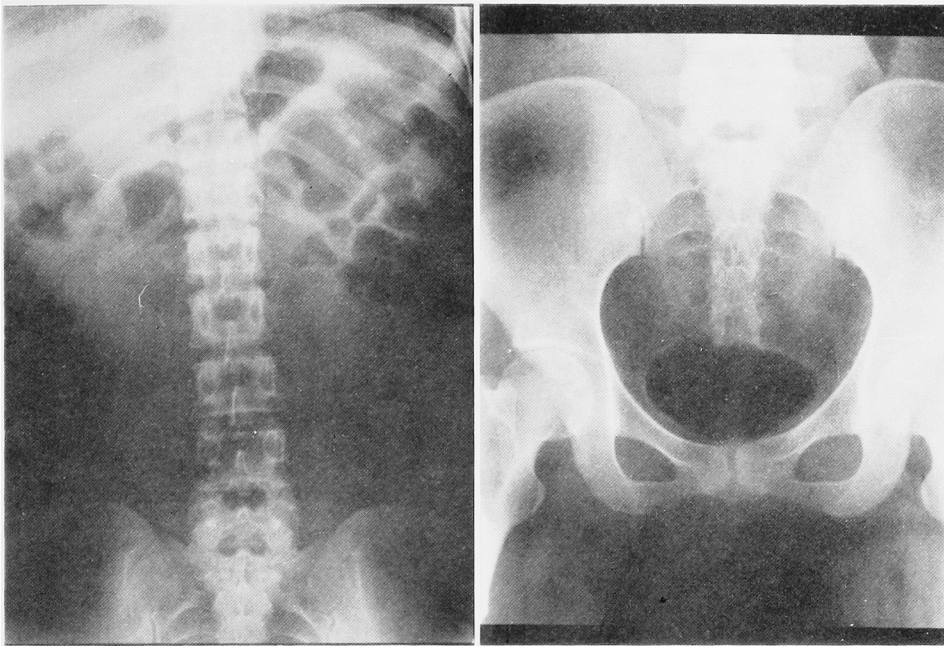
内視鏡下バスケットカテーテル操作前の腎膀胱部単純写真. 骨盤腔内に石灰化陰影を認める (症例1)
